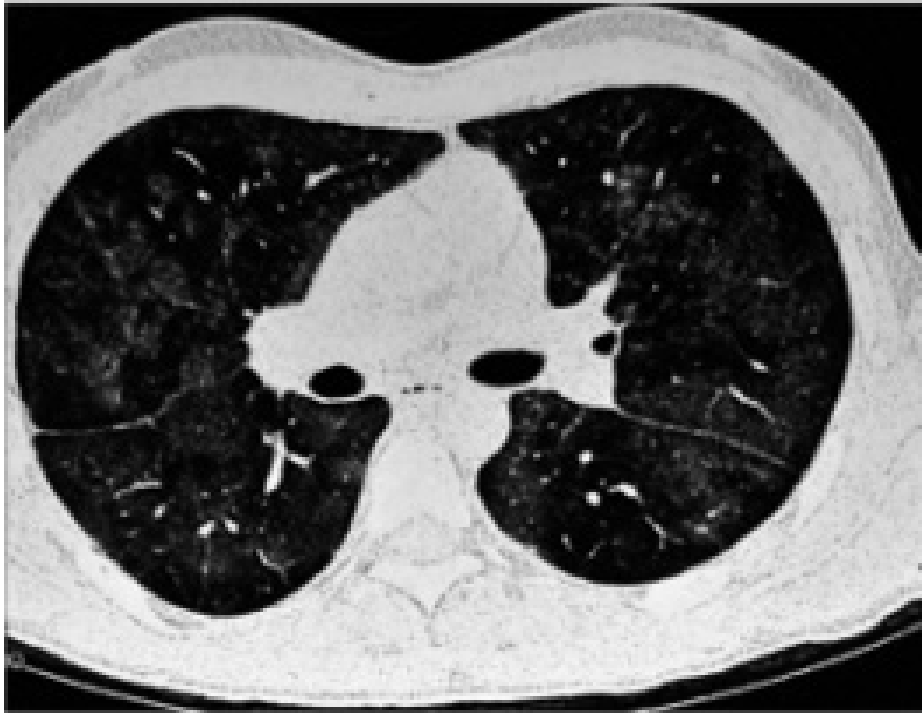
Coupe transversale de la TDM thoracique montrant des images en verre dépoli bilatérales .
